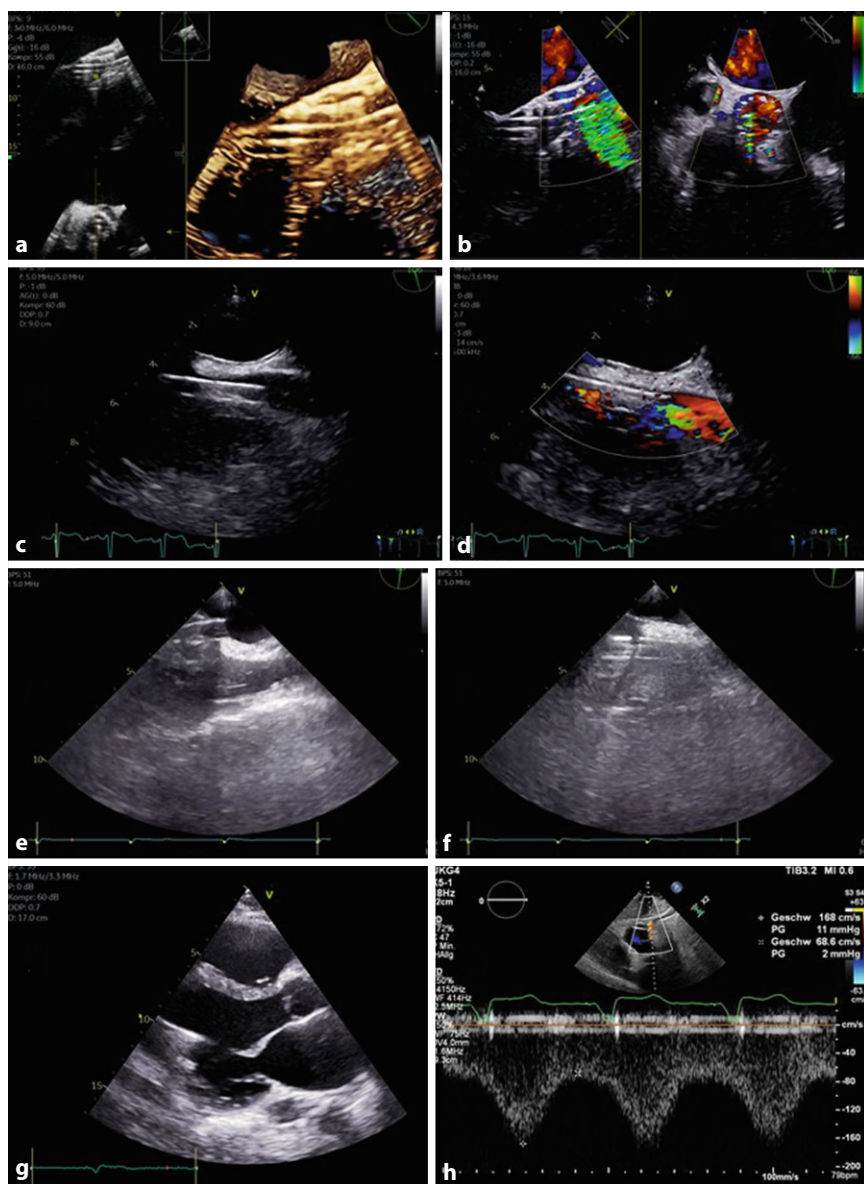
▲ Echokardiographie bei Herzersatzsystemen: a 3-D-TEE-Darstellung einer Impella durch eine TAVI-Prothese; b korrespondierende farbkodierte biplane Dokumentation der Impella im linken Ventrikel; c Darstellung einer ECMO-Auslasskanüle in regelrechter Position im rechten Vorhof mittels 2-D-TEE; d korrespondierende farbkodierte Darstellung der ECMO-Auslasskanüle; e Fehlposition einer ECMO-Auslasskanüle am interatrialen Septum; f Neupositionierung der Auslasskanüle in korrekter Lage; g 2-D-Darstellung der LVAD-Einlasskanüle in der parasternalen langen Achse; h normales Flussprofil der Einlasskanüle eines permanenten LVAD-Systems im pw-Doppler. Zu sehen ist ein normaler kontinuierlicher, laminaer, diskret pulsatiler Fluss bei normalen maximalen Geschwindigkeiten < 2 m/s in einer atypischen Anlotung von subkostal
